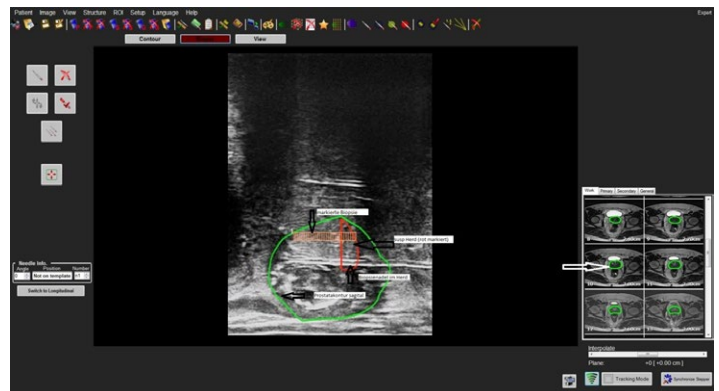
Ultraschall der Prostata mit überlagerter MRT-Markierung
